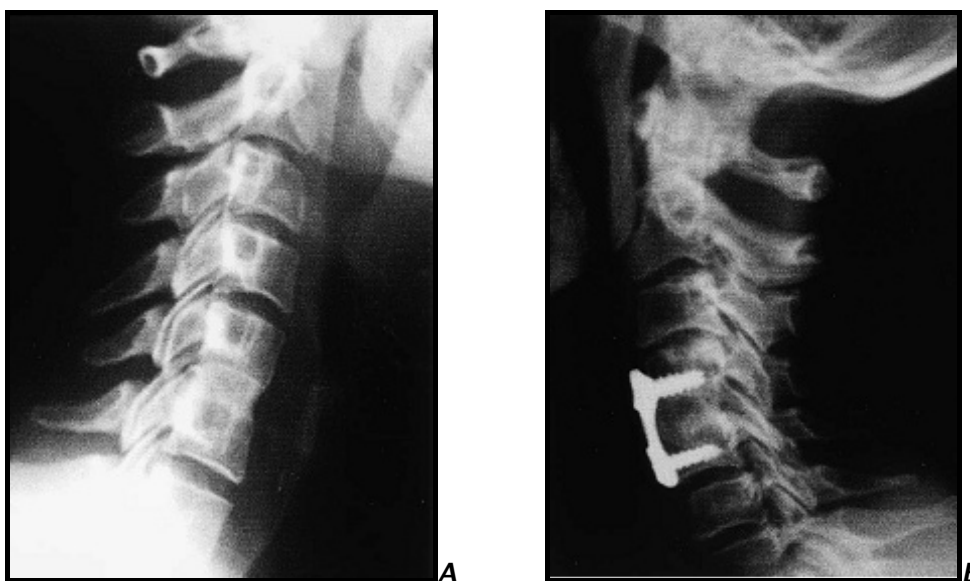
Radiographies standards du rachis cervical postopératoires montrant la mise en place d'un greffon suite à une discectomie cervicale antérieure (102).
